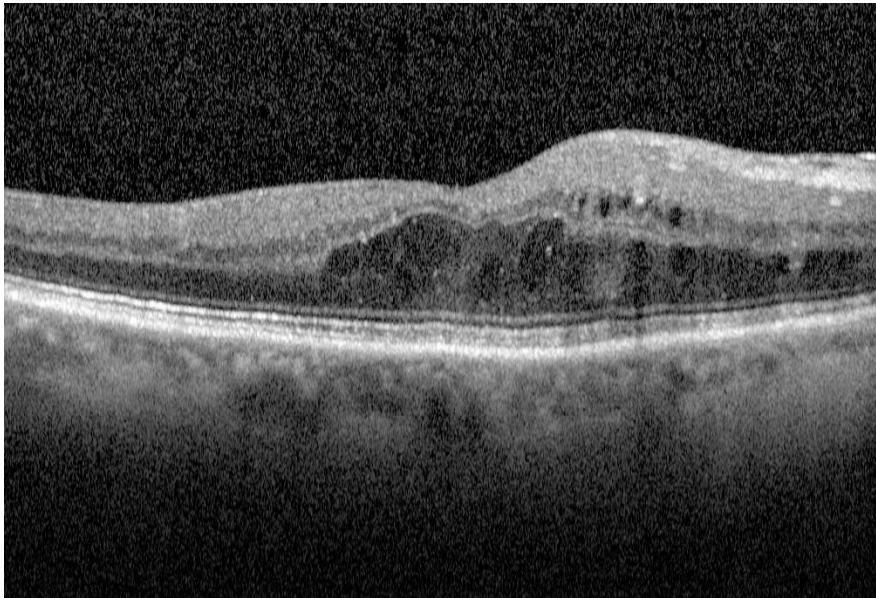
Espessamento macular identificada por tomografia de coerência ótica.
